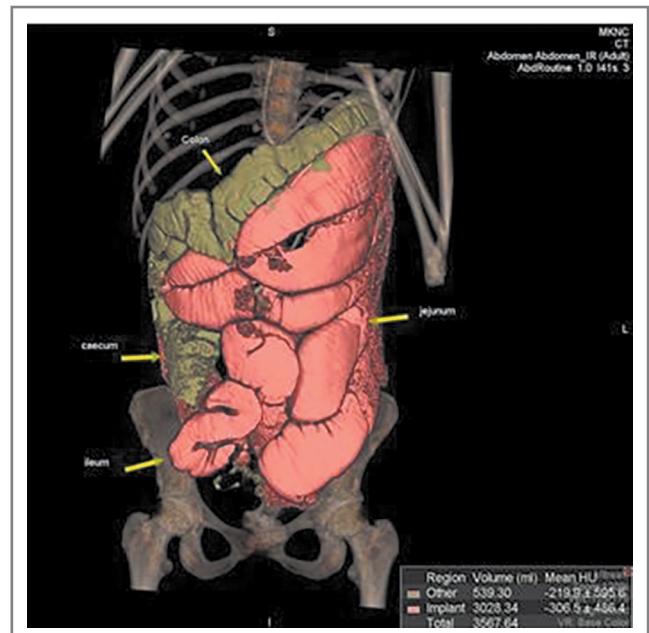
МСКТ брюшной полости больной А.
